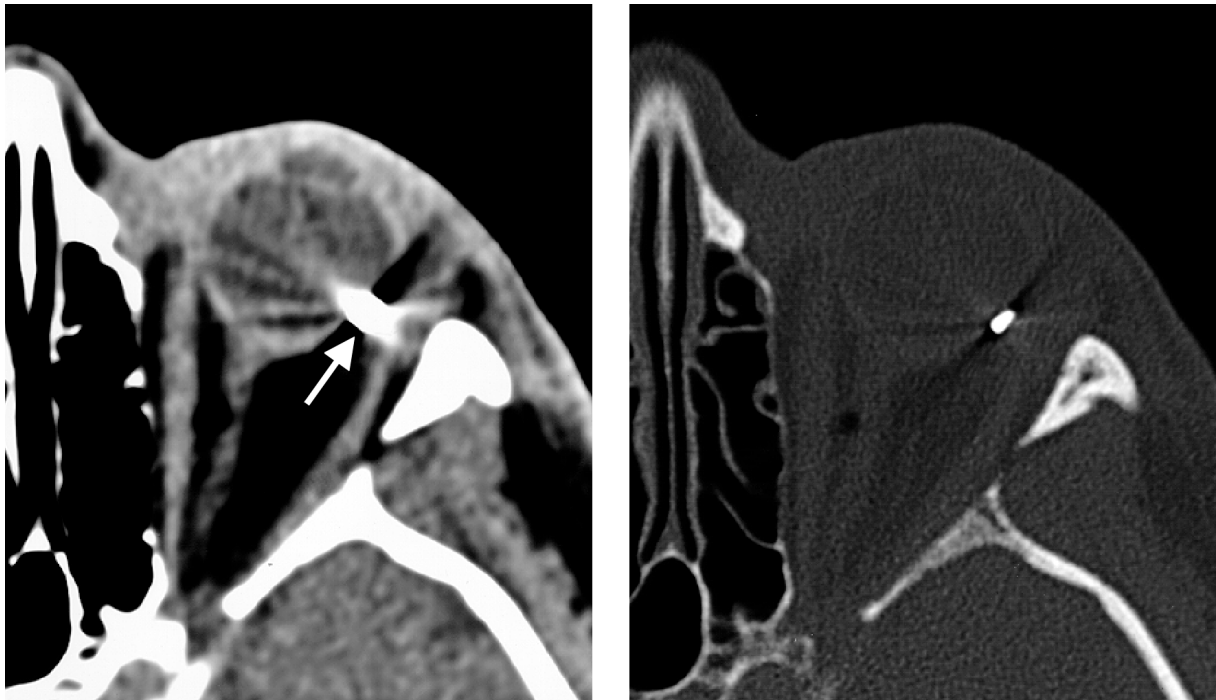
Zirkonium-Clip in der computertomographischen Darstellung (links Weichteilfenster, rechts Knochenfenster)
